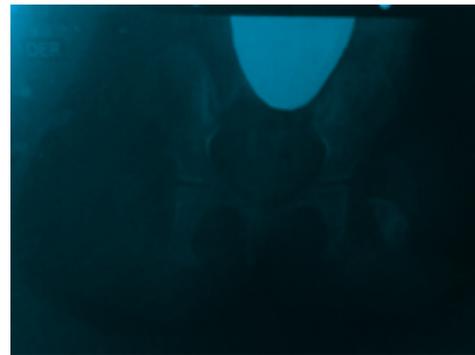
Radiografía de cadera con ausencia de cabezas femorales y de techos acetabulares.
